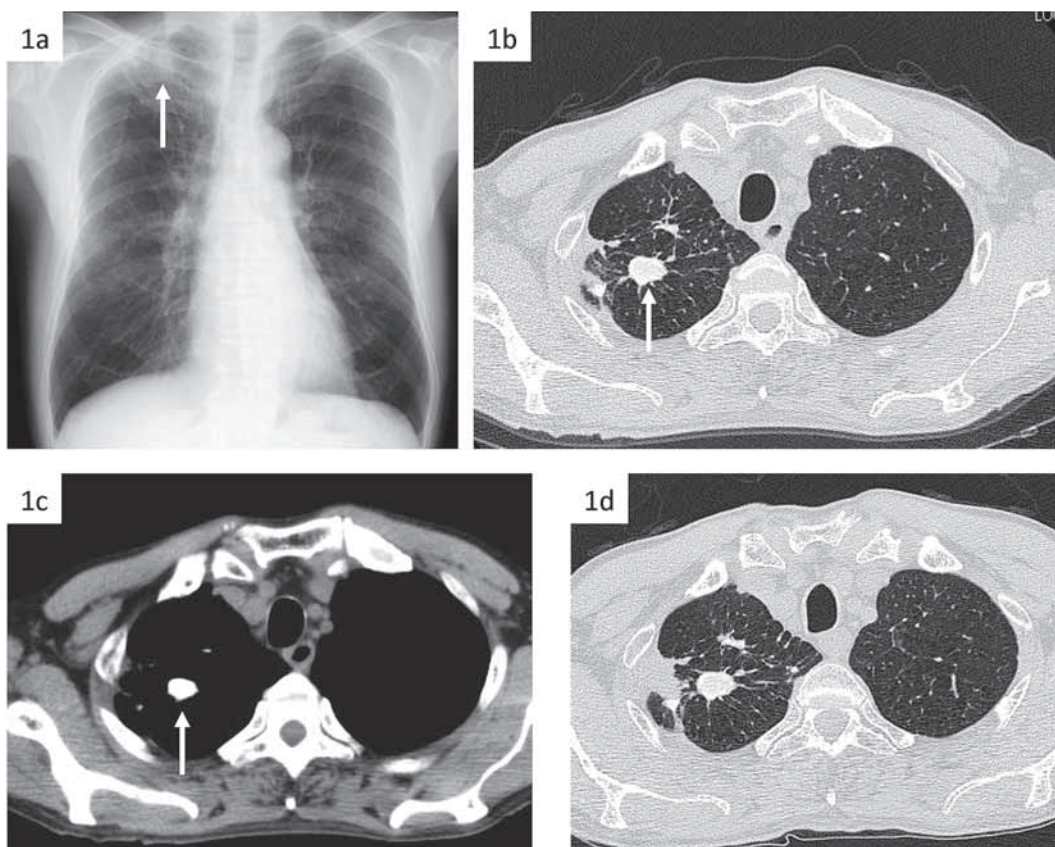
A lung nodule was detected in the right upper lobe using chest X-ray (1a) and computed tomography (CT) (1b [lung field view], c [mediastinal view]). After 3 months, the panacinar segmental consolidations have appeared (1d).
